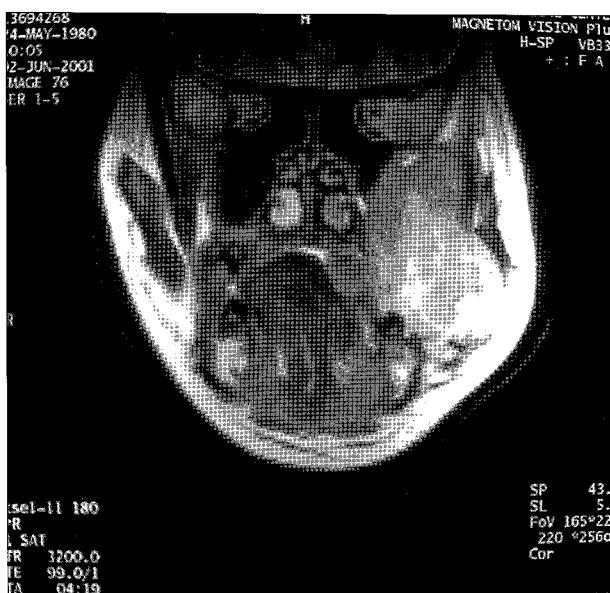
The coronal view of PNS MRI T2WI of case 1 shows that $6 \times 7\text{cm}$ sized heterogenous mass extended to infraorbital wall and destructed into left maxillary sinus lateral wall.
